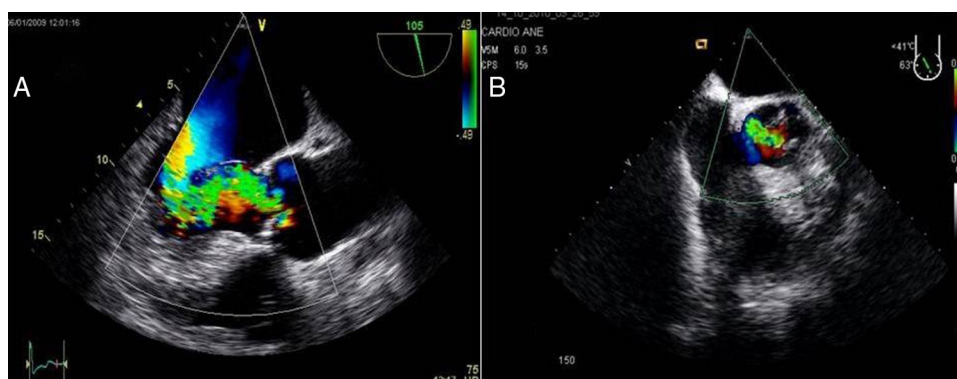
A) Plano mediesofágico 120°, válvula aórtica, eje largo. Doppler color que muestra chorro de regurgitación excéntrico dirigido hacia velo mitral anterior. B) Plano mediesofágico, válvula aórtica, eje corto con Doppler color. Evidencia de flujo retrógrado excéntrico.
